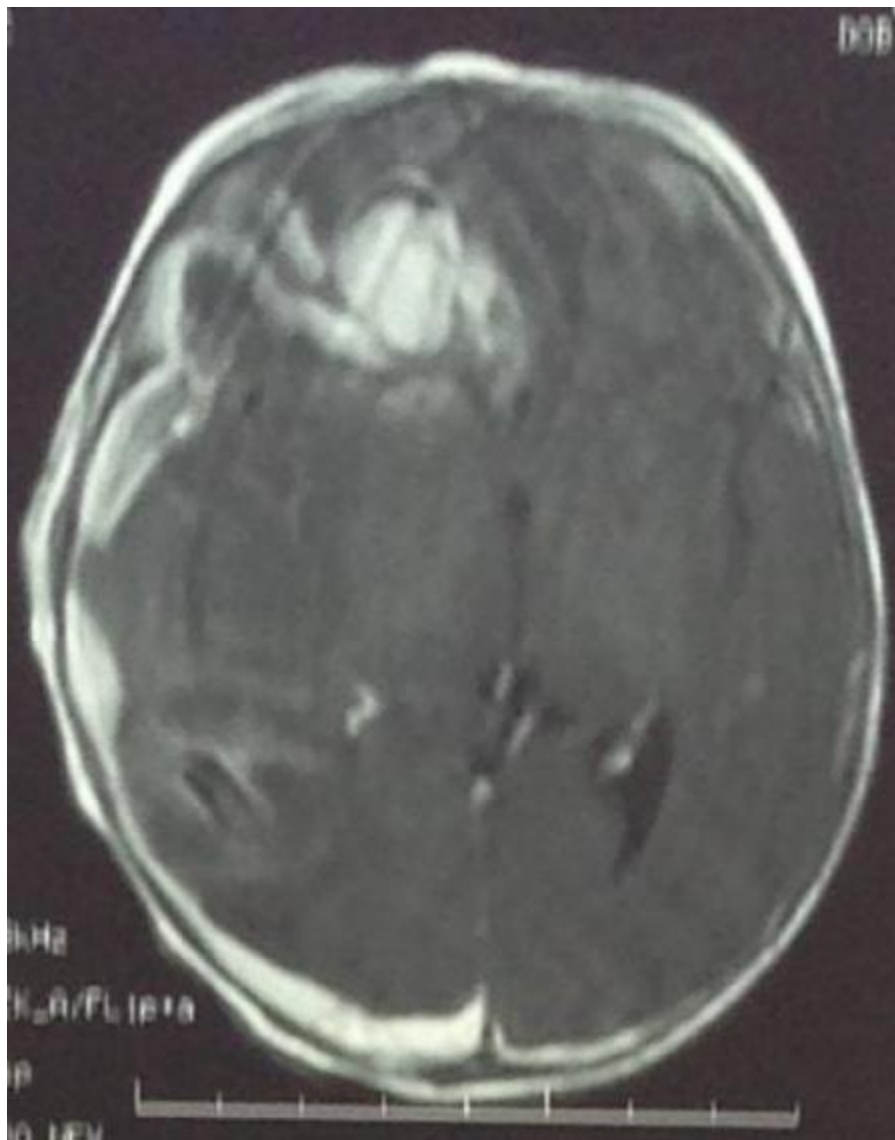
IRM cérébrale T1 : Hématome pericérébral, sous durale hémisphérique droite étendue responsable d'un aspect collabé du ventricule latéral homolatéral ainsi qu'une déviation de la ligne médiane sus tentorielle en regard avec engagent sus falcorien. Hématome intra parenchymateux frontal droit.
